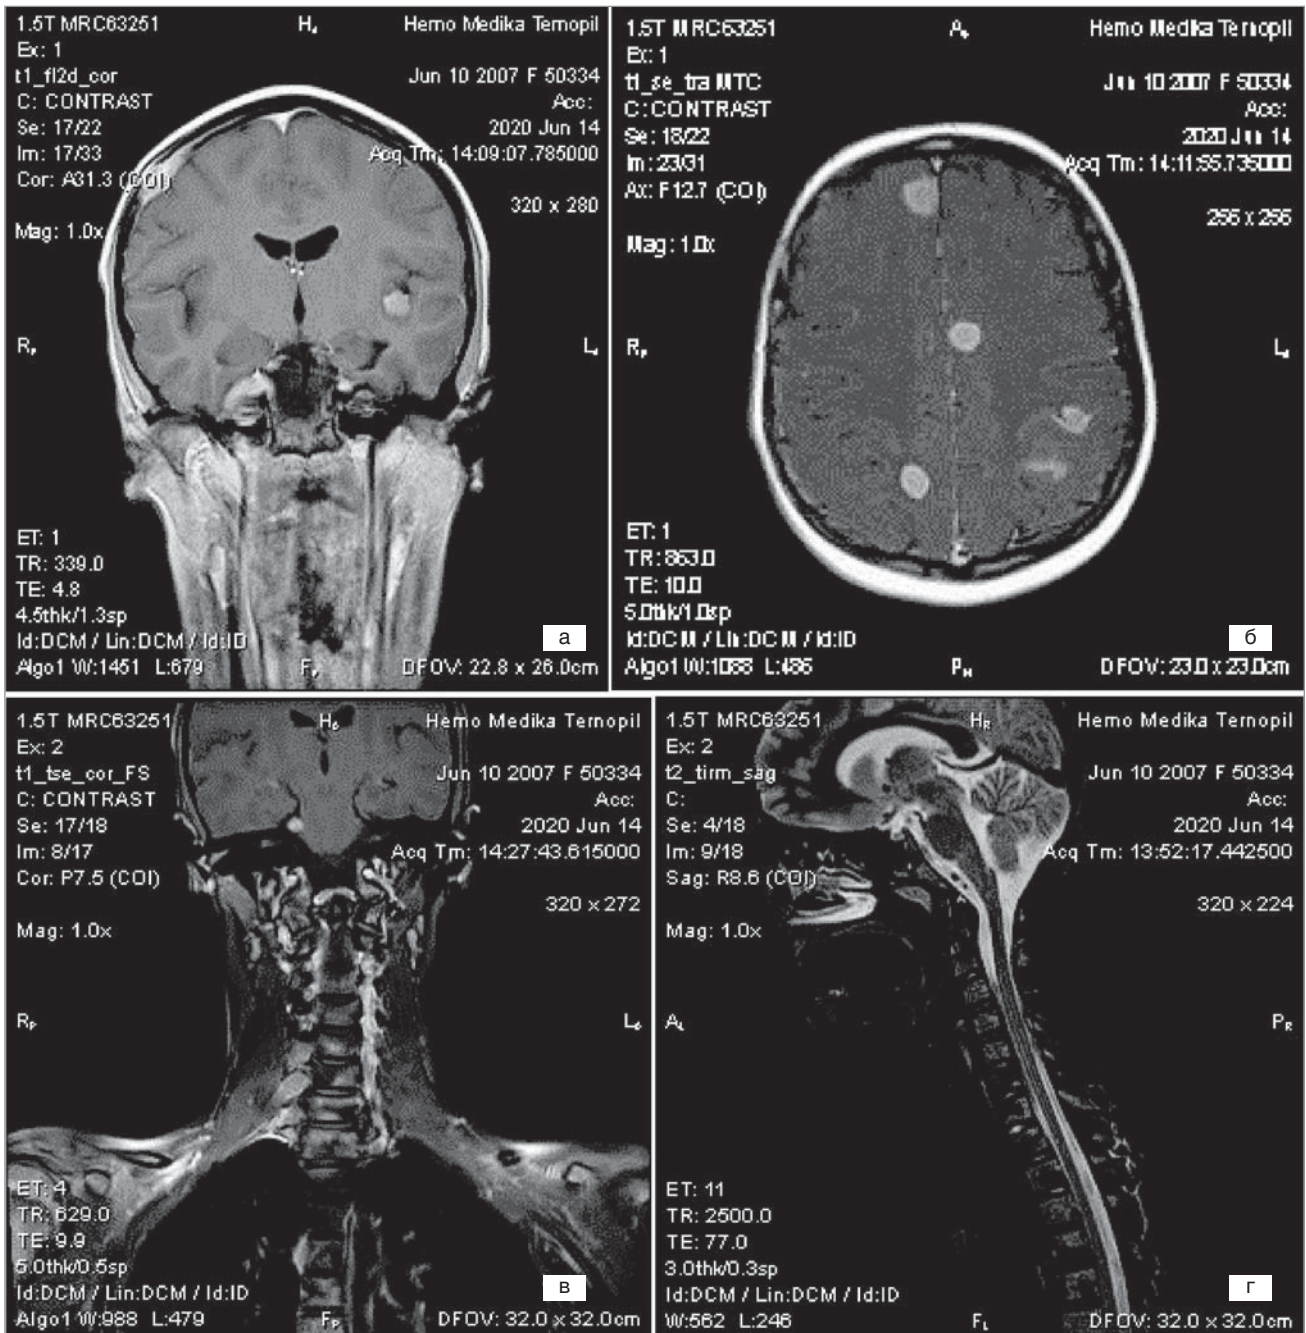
МРТ: а) утвори з патологічним накопиченням контрастної речовини (КР) твердою оболонкою справа, у ділянці латеральної борозни зліва та в ділянці V черепно-мозкового нерва справа; б) множинні утвори з патологічним накопиченням КР у гемісферах ГМ; в) утвори правих міжхребцевих нервів С5, С6; г) гетерогенність структури/ураження кісткового мозку шийних та видимих грудних тіл хребців
